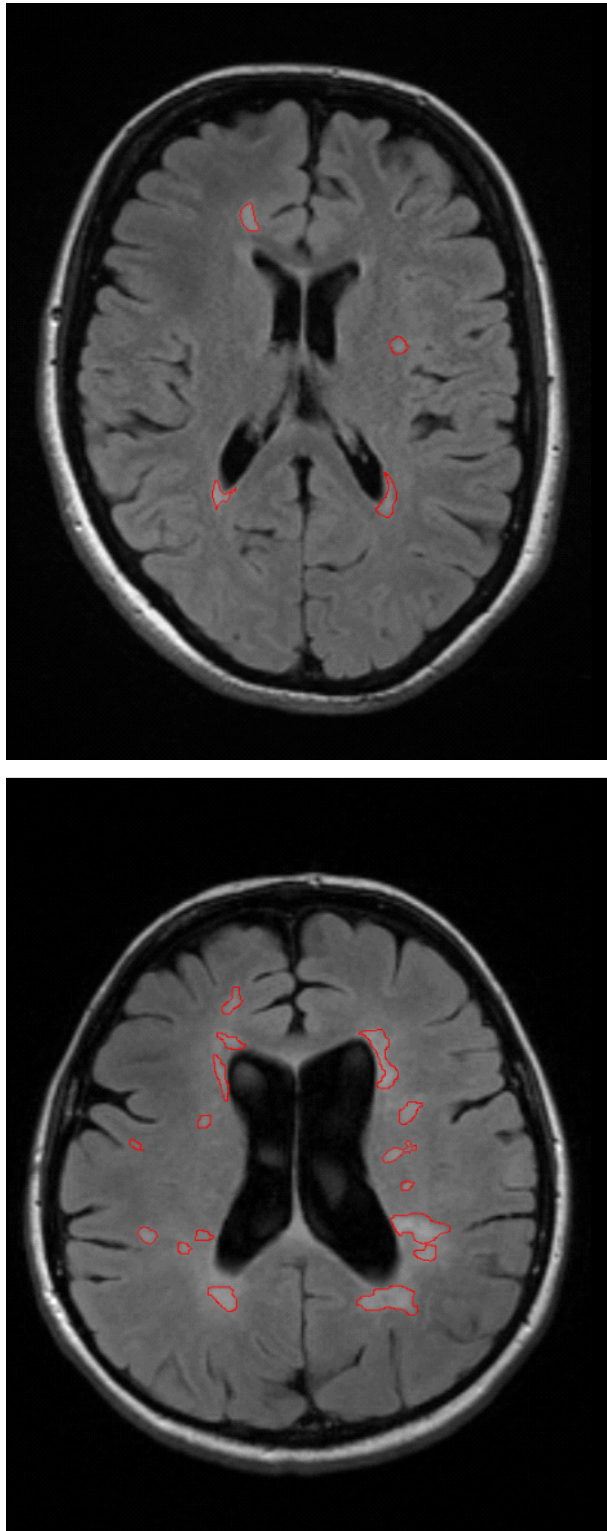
Halbautomatisierte Segmentierung der Läsionen mittels DISPIImage auf T2-gewichteten FLAIR-Aufnahmen. Representative Schichten zweier Patientinnen beziehungsweise Patienten.
